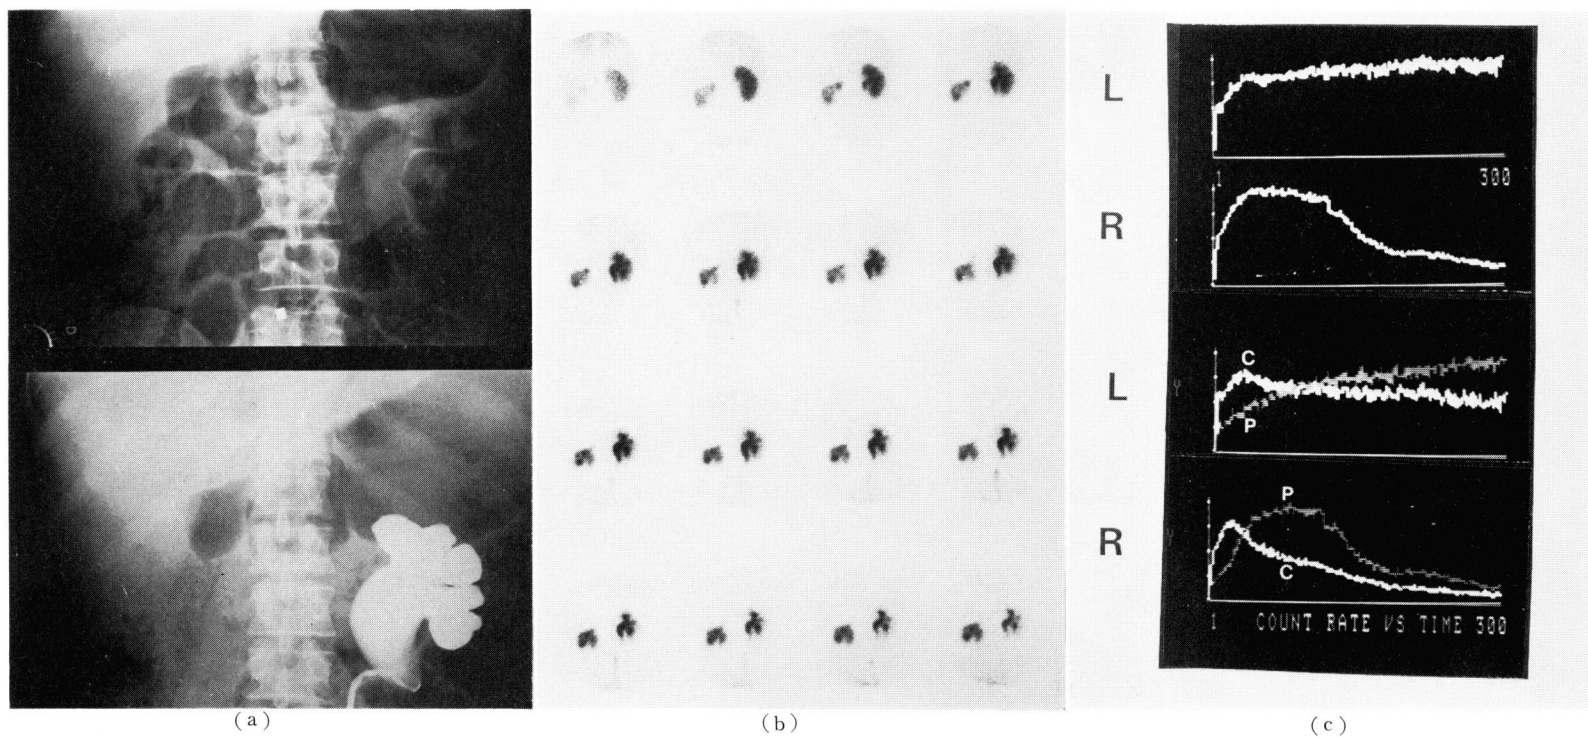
Case 5. S.T., 52-year-old male, left ureteropelvic junction stenosis. a: Pre-operative IVP and retrograde pyelography, b: Pre-operative serial renoscintigram, c: Pre-operative renogram and regional renogram curves, P: pelvic curve, C: cortical curve
